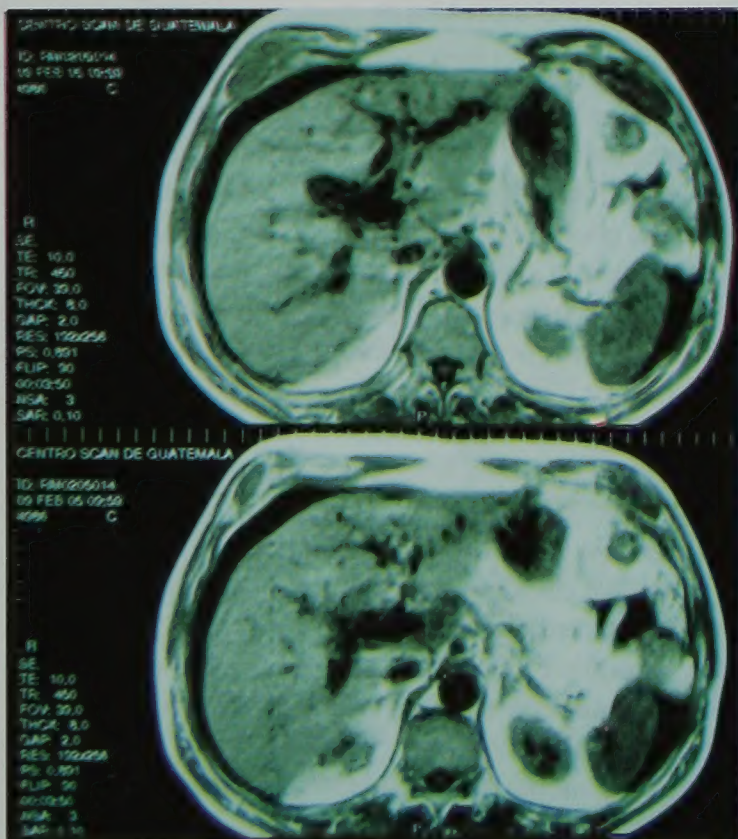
Resonancia abdominal con dilatación del árbol biliar intrahepático hasta la bifurcación de los ductos derecho e izquierdo.
